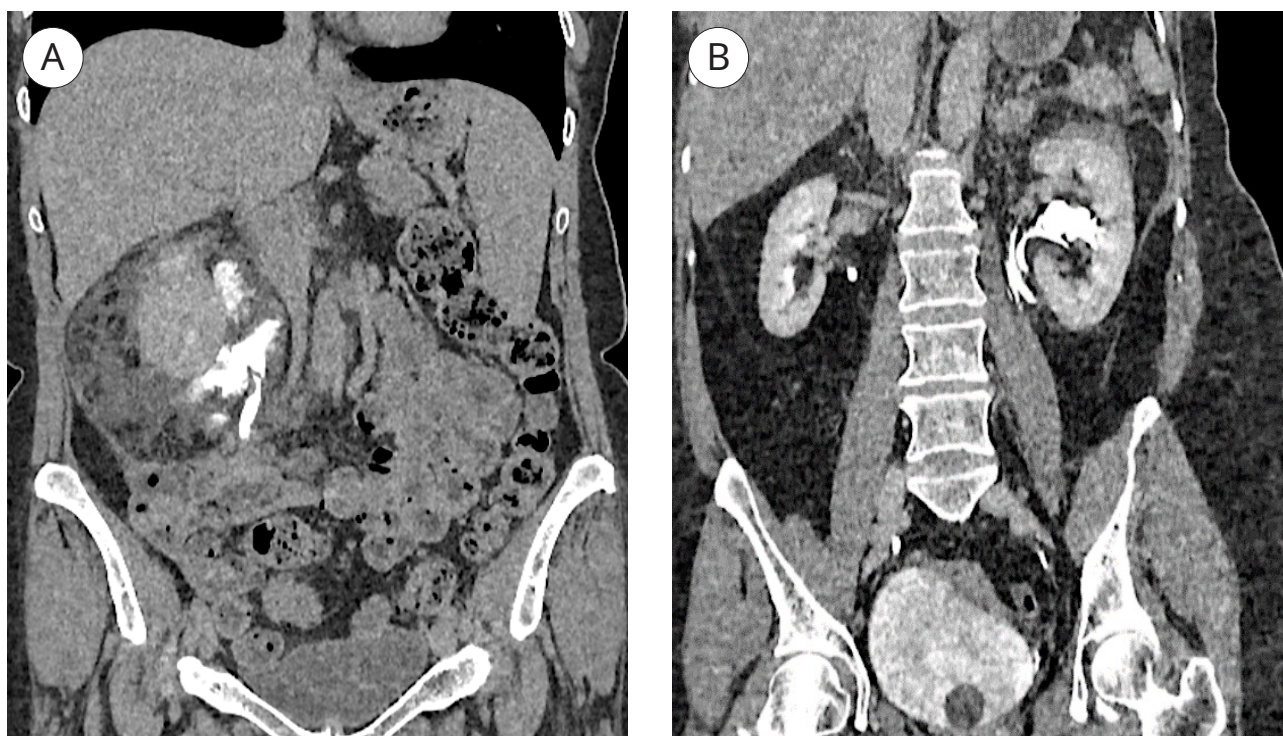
Коронарные КТ-сканы: повреждение пиелоуретерального сегмента, осложнённое забрюшинными мочевыми затёками: А — разрыв в верхней трети правого мочеточника III степени по AAST; В — отрыв в верхней трети левого мочеточника IV степени по AAST
